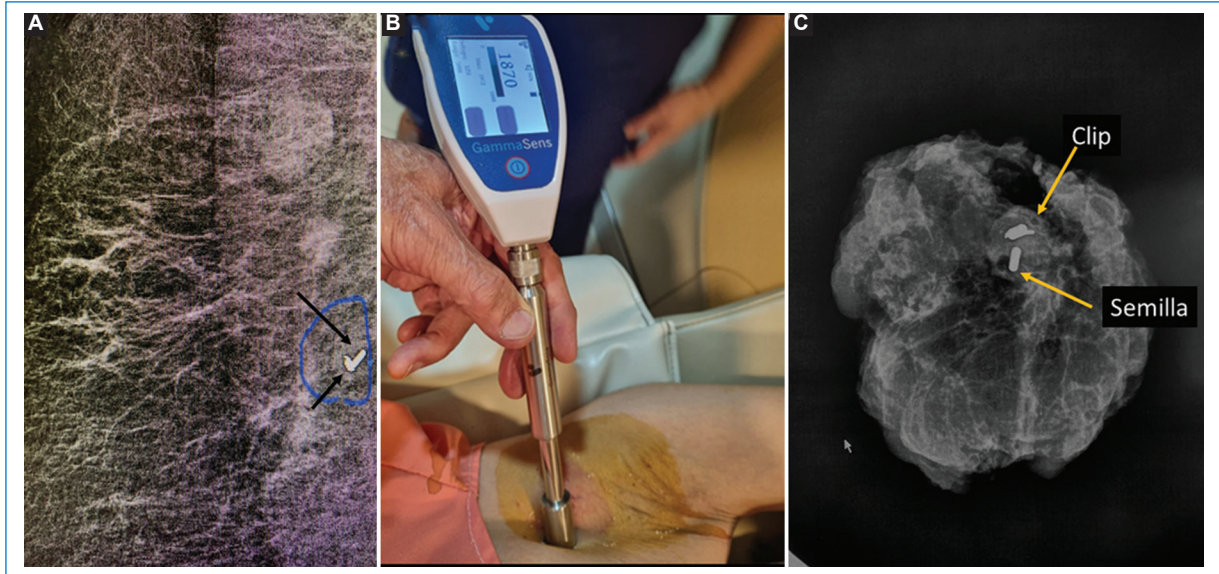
(A) Mamografía, ganglio axilar con clip (flecha corta) y semilla de iodo-125 (flecha larga). (B) Detector de actividad en la semilla colocada. (C) Radiografía de la pieza operatoria con el ganglio alojando clip y semilla.
